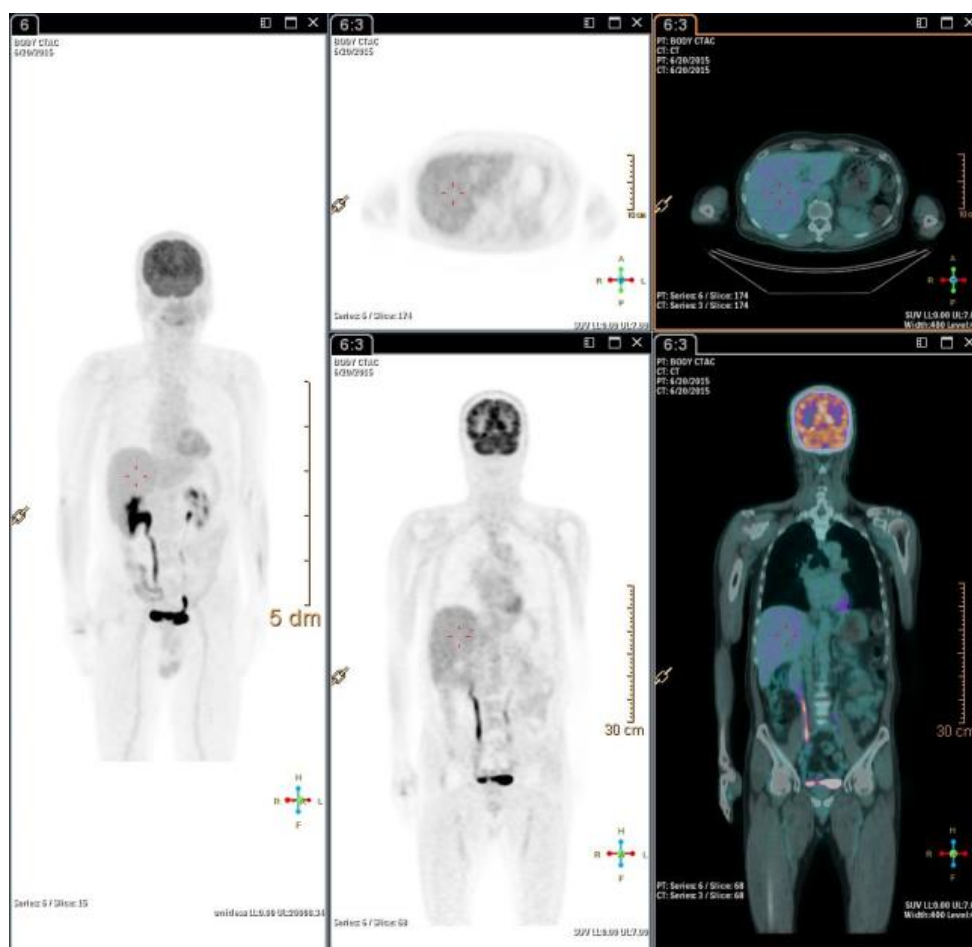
PET/CT com Fluorodeoxiglicose - ^{18}F . Imagens do estudo corpo total
